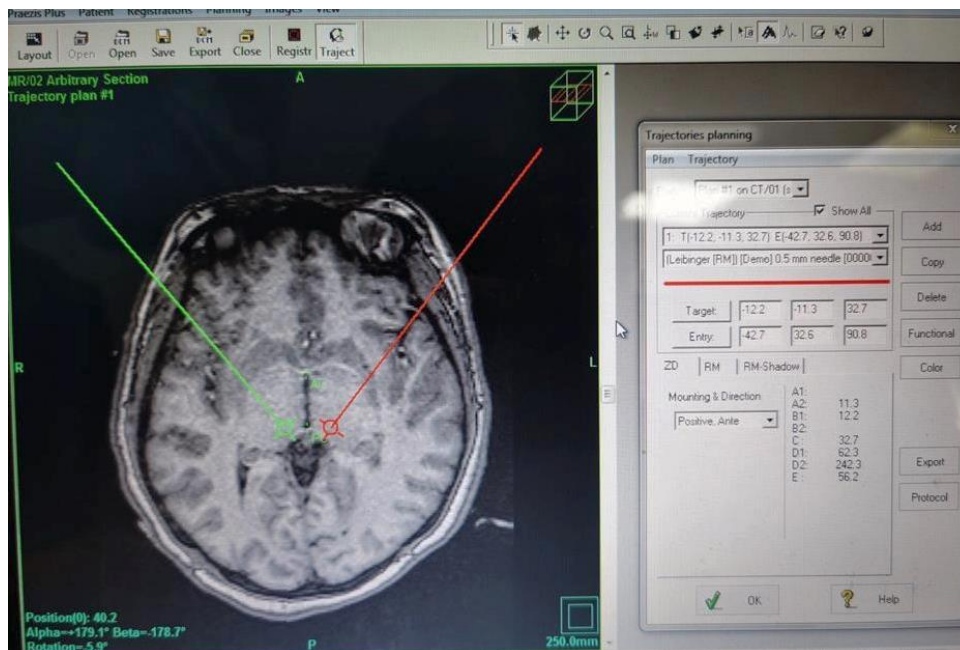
Planeación de las trayectorias de los electrodos con el software 3A -Praezis Plus, RMN en T1 en corte axial.
